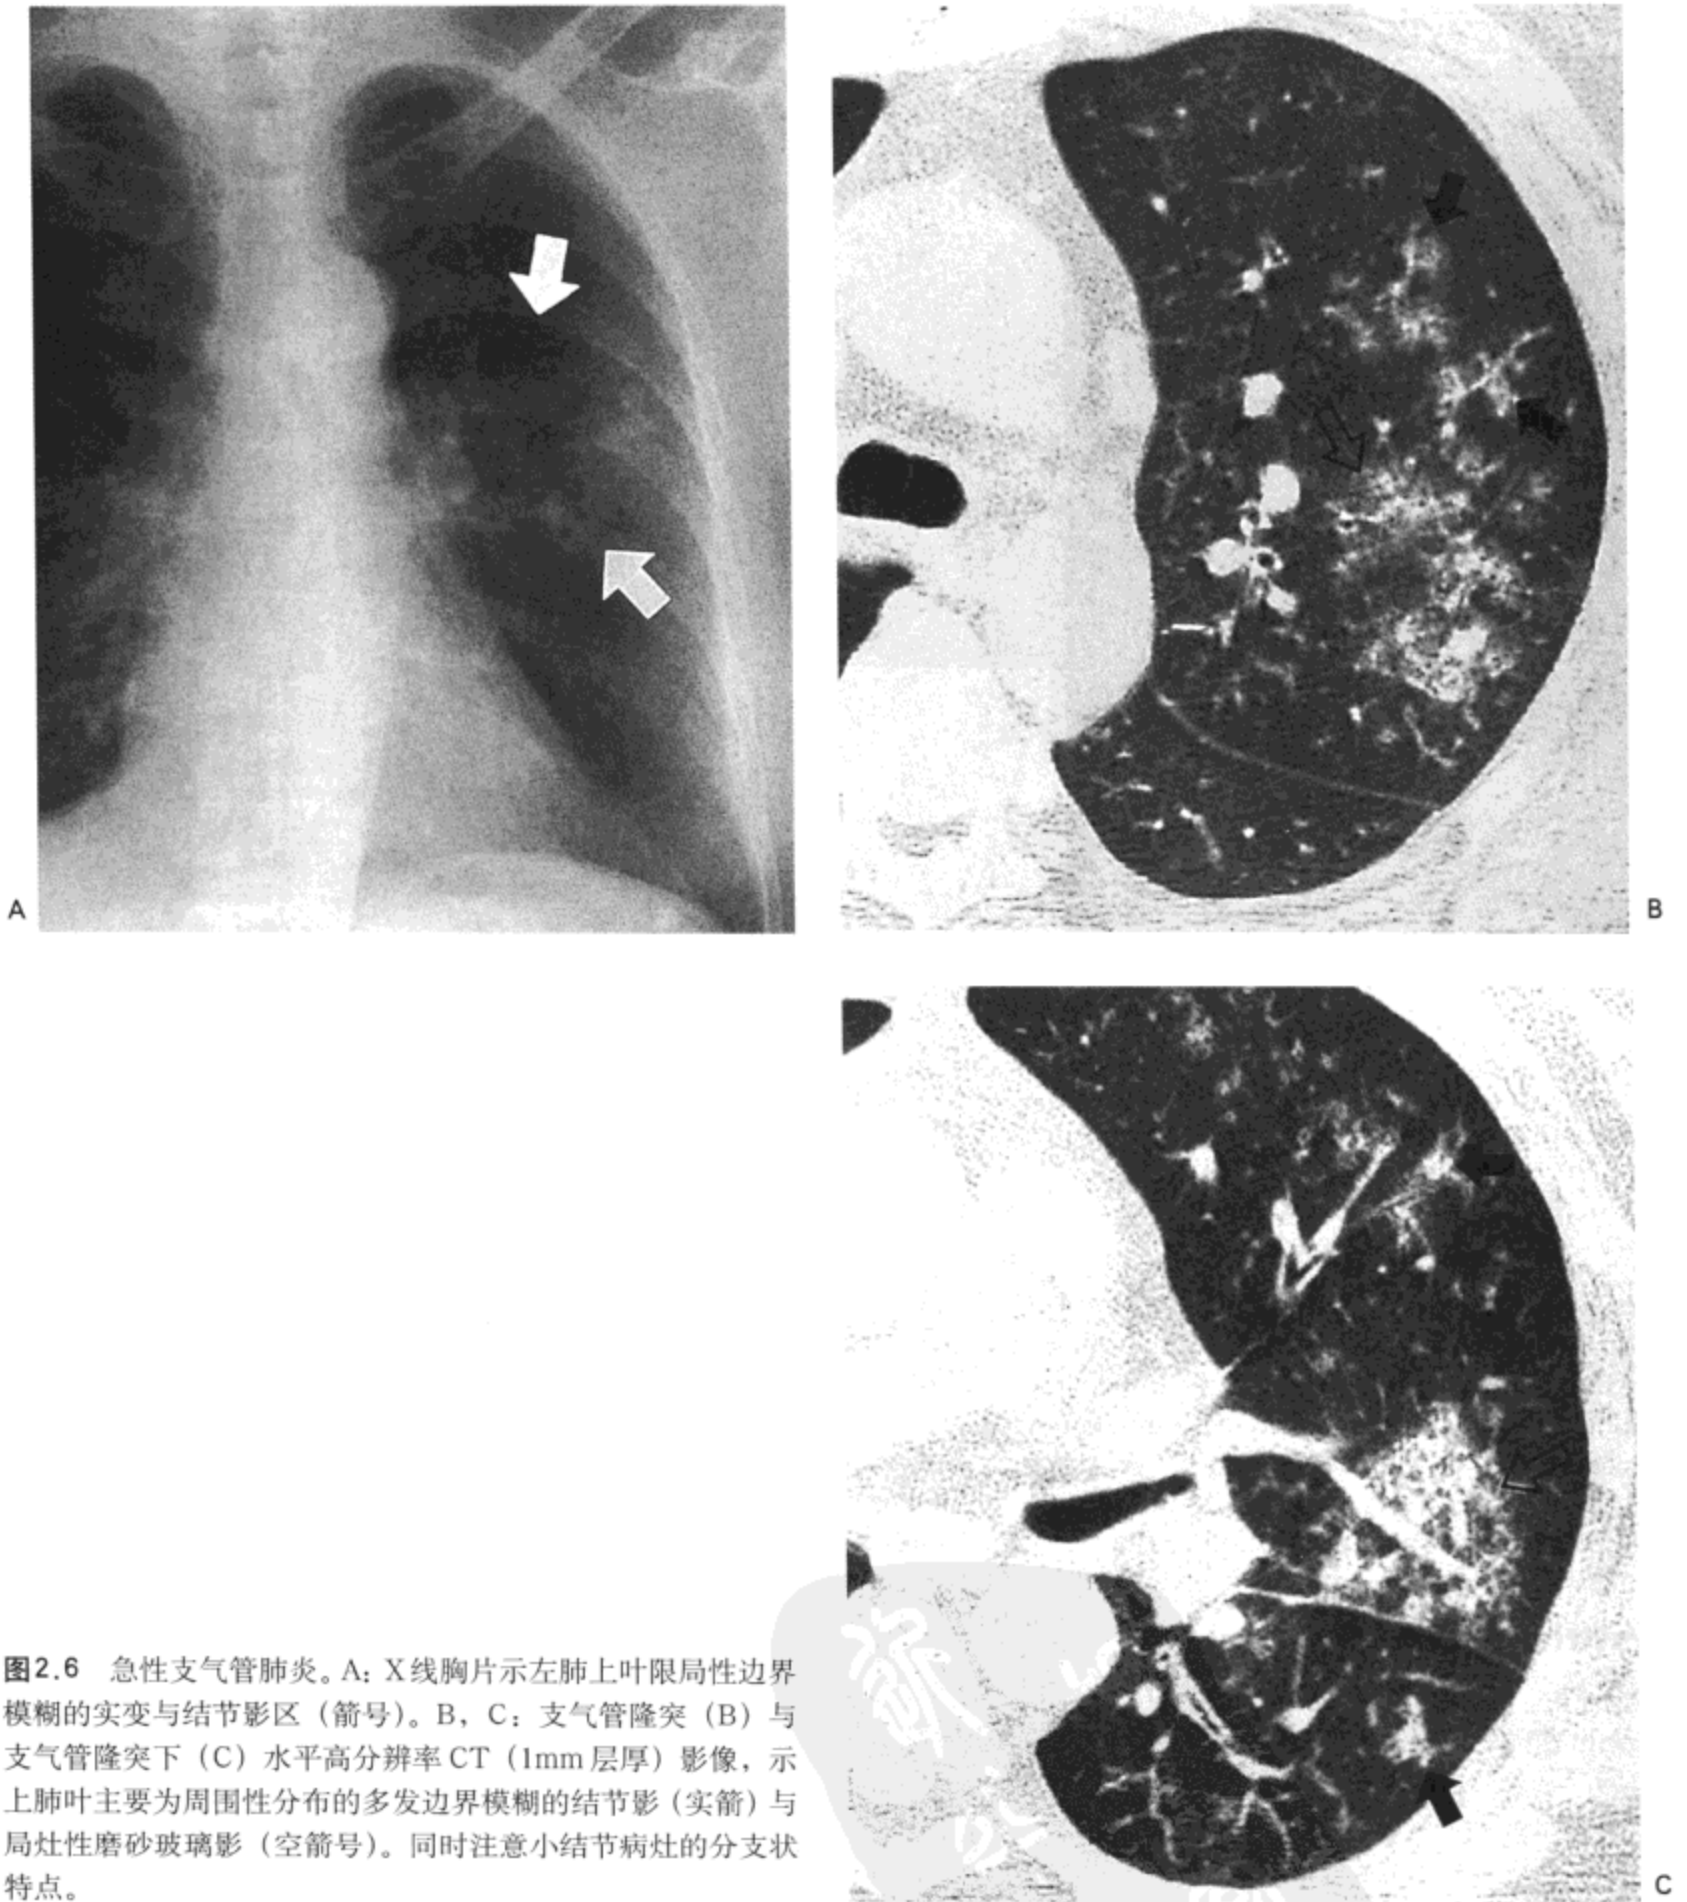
急性支气管肺炎。A: X线胸片示左肺上叶局限性边界模糊的实变与结节影区(箭号)。B, C: 支气管隆突(B)与支气管隆突下(C)水平高分辨率CT(1mm层厚)影像, 示上肺叶主要为周围性分布的多发边界模糊的结节影(实箭)与局灶性磨砂玻璃影(空箭号)。同时注意小结节病灶的分支状特点。
